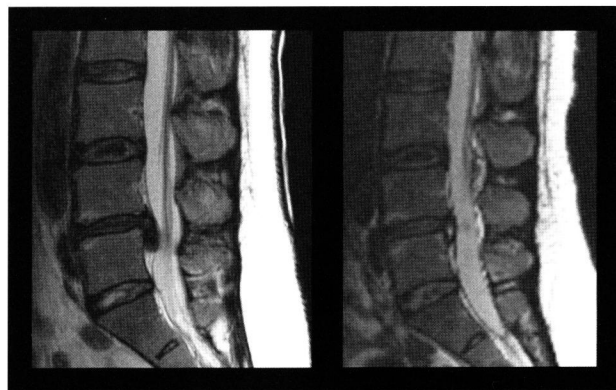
T2 weighted MR images of patient 1 demonstrated L4/5 prolapsed disc herniation preoperatively (left) and well decompression after the operation (right).
